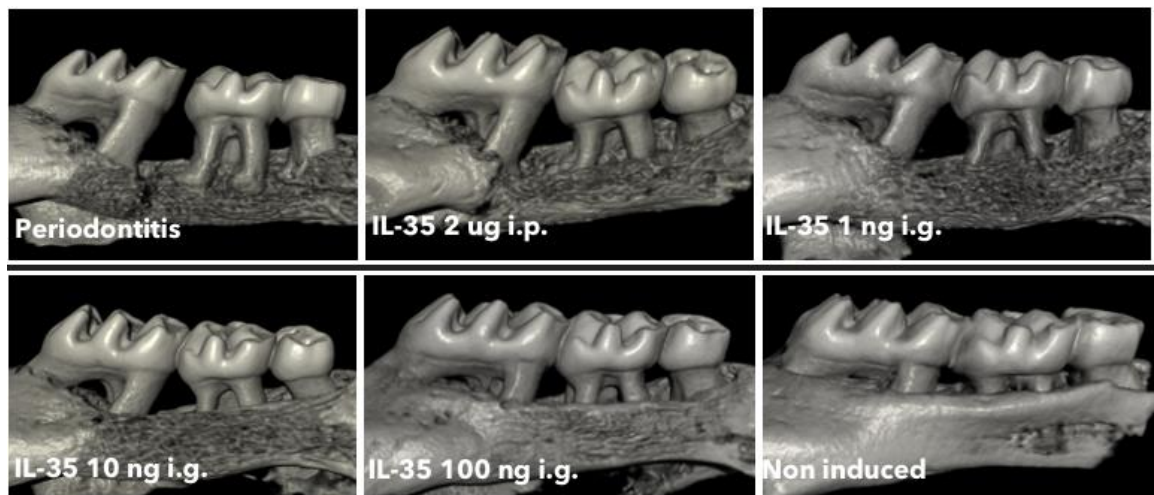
Resorción ósea alveolar. Imágenes representativas de μ CT de ratones afectados de periodontitis sin tratamiento, ratones con inoculación i.p. de IL-35 2 ug /100 μ L, inoculación i.g. de IL-35 (1 ng/ μ L, 10 ng/ μ L, 100 ng/ μ L) y ratones no inducidos (n.i.).
